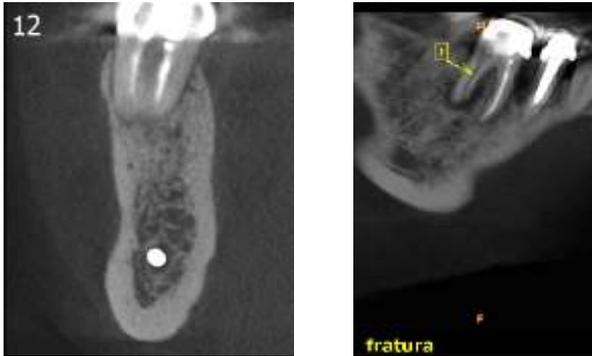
Tomografia computadorizada cone beam mostrando à esquerda, 21 dias antes da intervenção cirurgia dente hígido, sem alterações significativas. Imagem da direita mostrando após tentativa de raspagem e conduta periodontal a fratura completa na raiz distal, evidenciando a origem da sintomatologia dolorosa expressada pela paciente.
